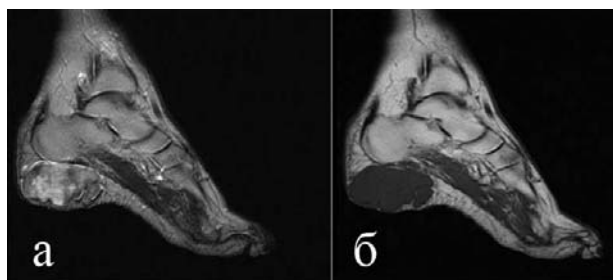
Саркома пяточной области (редкая локализация саркомы). а) МРТ T2 ВИ в сагиттальной проекции, в) МРТ T1 ВИ. В подкожной жировой клетчатке четко очерченное многоузловое образование с тонкой фиброзной капсулой с участками врастания в кожу. На T2 ВИ МР-сигнал неоднородный, из-за наличия распада.
